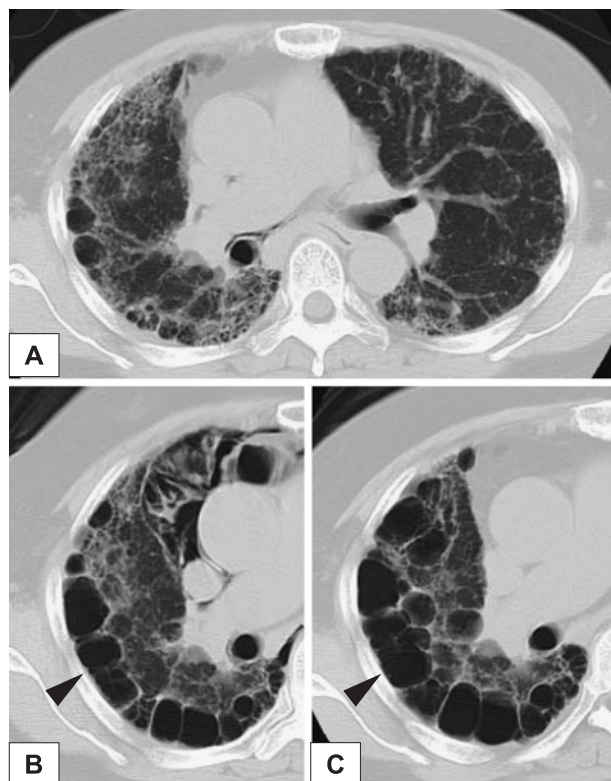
Serial high-resolution computed tomography (HRCT) images show that subpleural multiple cystic lesions gradually enlarged (arrowhead). (A: August 2007, B: December 2007, C: March 2008).
